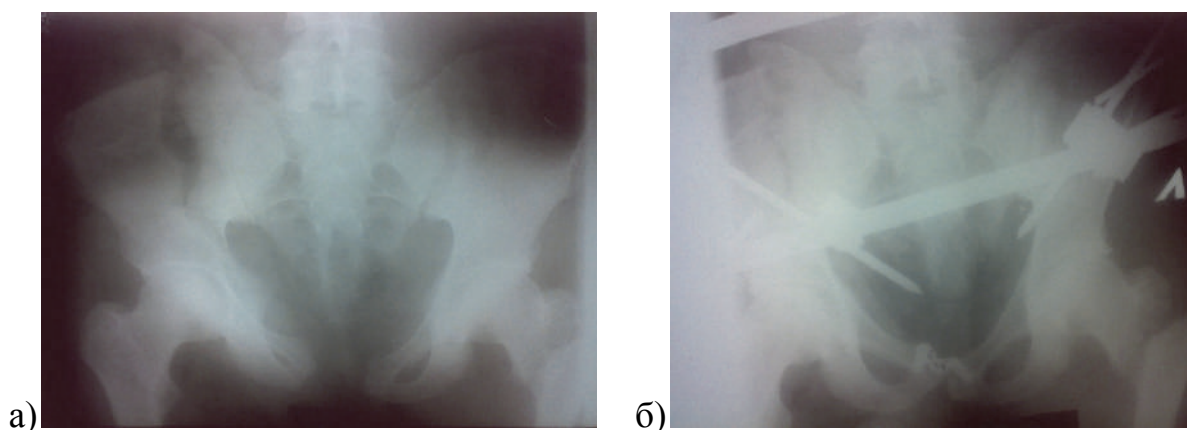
а) фотокопія рентгенограми кісток таза хворого Ф., 35 років, історія хвороби № 12271 при поступленні; б) фотокопія рентгенограми кісток таза хворого Ф., після проведеного МОС розриву симфізу за Вебером і накладання АЗФ на кістки таза
